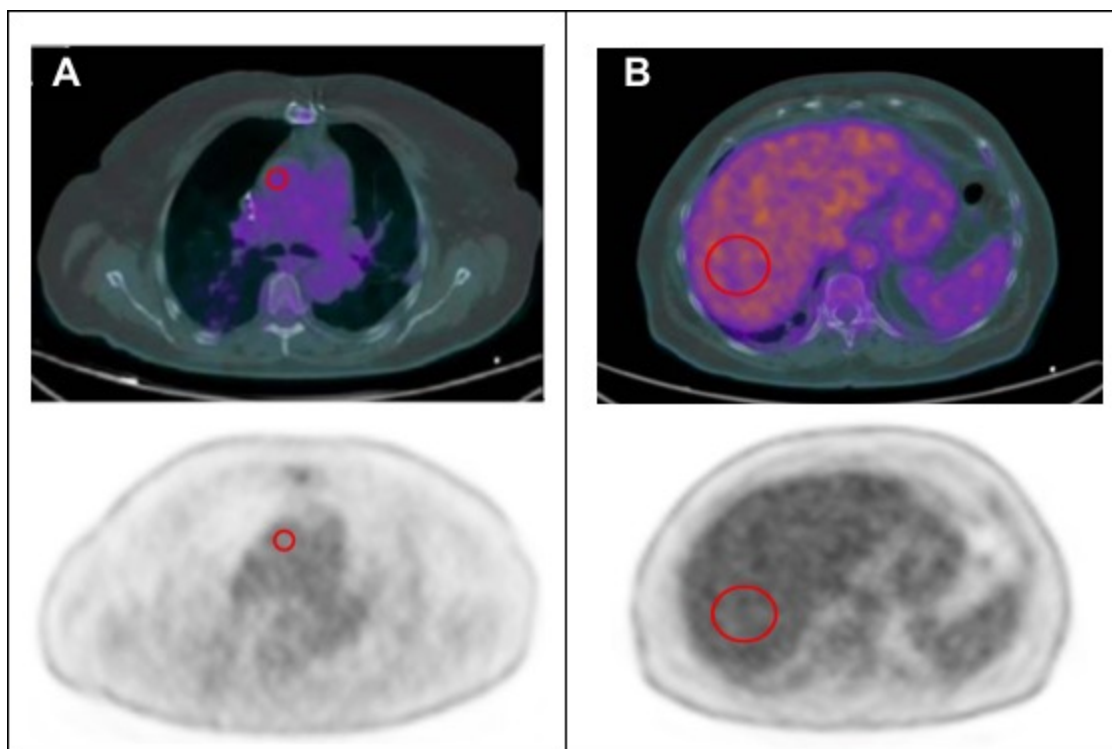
Cálculo de la captación fisiológica de FDG en la aorta ascendente y en el parénquima hepático con administración de contraste yodado intravenoso.
